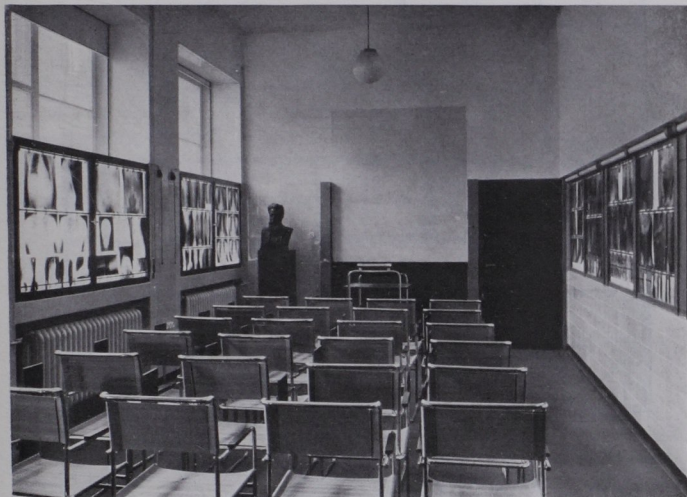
Hörsaal mit RÖNTGENbüste.
